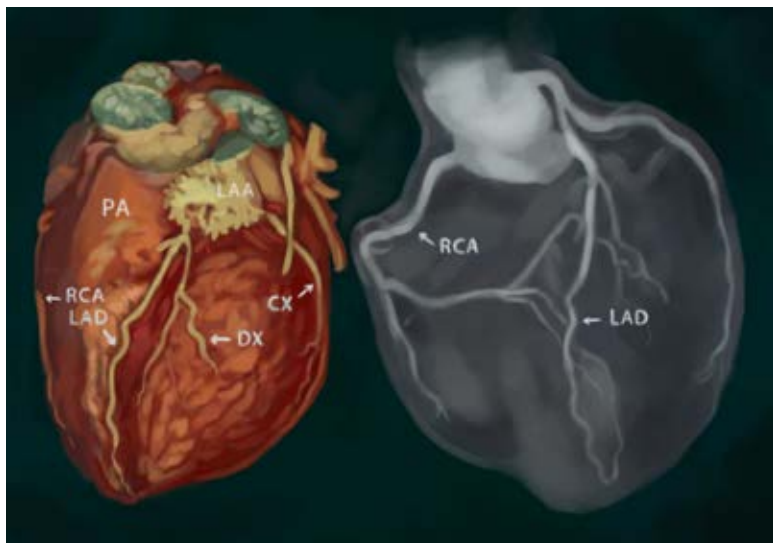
Коронарная компьютерная томография (КТ)
